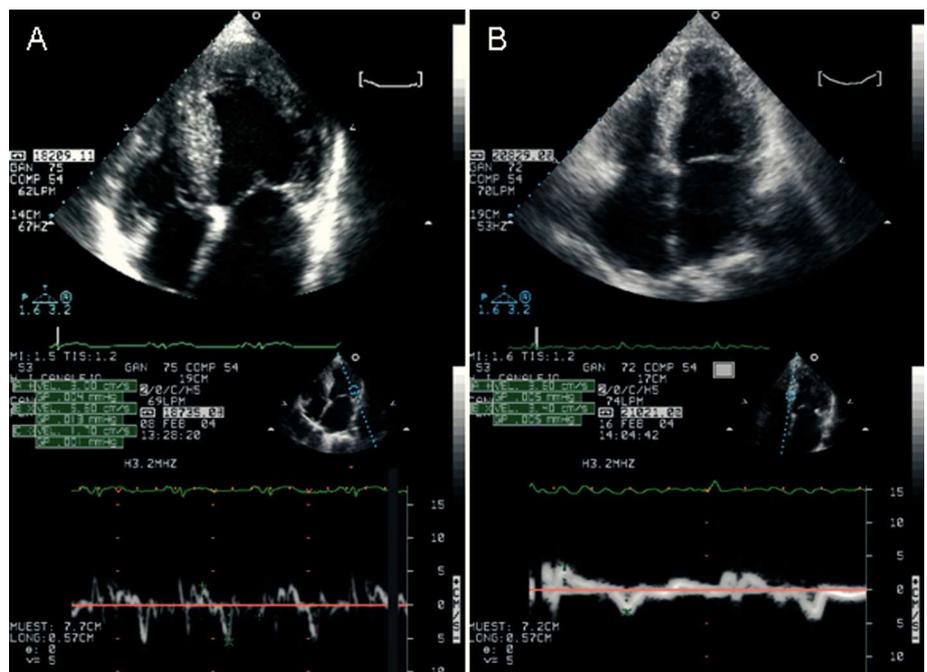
Ecocardiograma Doppler del caso índice (A) y su hermano afectado (B). Arriba: imágenes apicales de cuatro cámaras con hipertrofia ventricular izquierda y dilatación de ambas aurículas. Abajo: imágenes del Doppler tisular con velocidades bajas.
